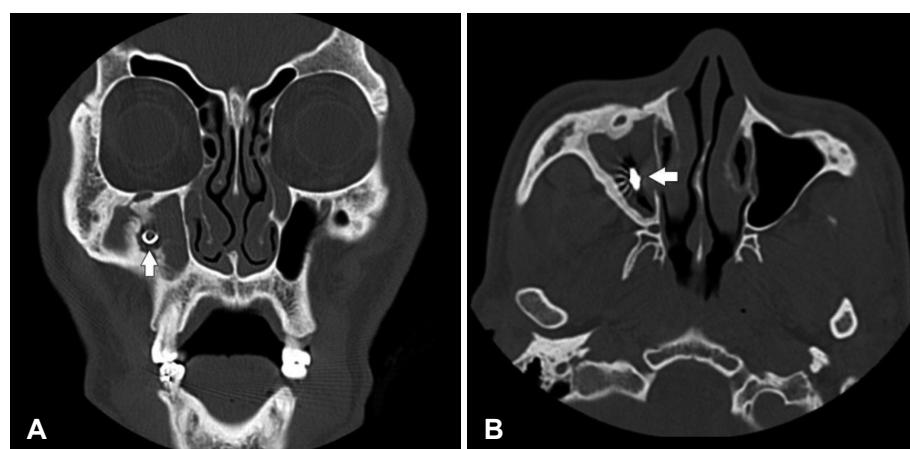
Preoperative coronal (A) and axial (B) paranasal sinus computed tomography shows hyperdense foreign body (arrow) in the right maxillary sinus.
